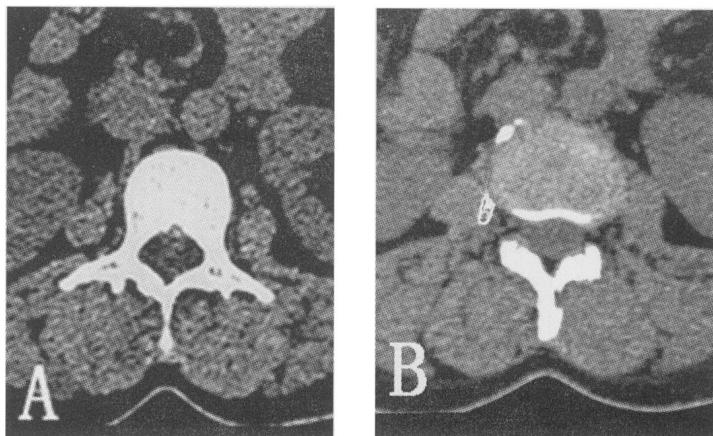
腰椎 CT 横轴位图像。图 A 为经椎体层面;图 B 为经椎间盘层面。
